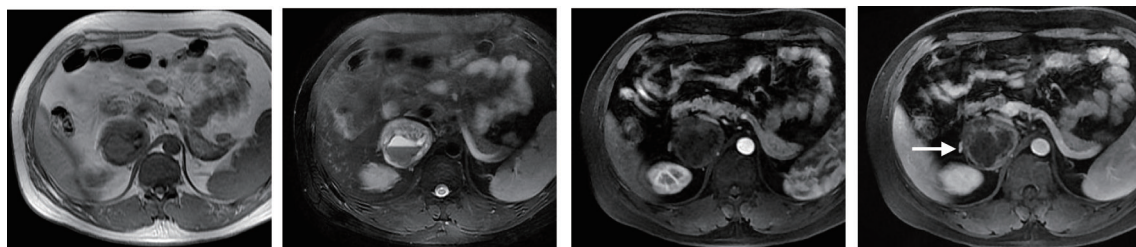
1例30岁男性患者右肾上腺神经鞘瘤MRI诊断图像
